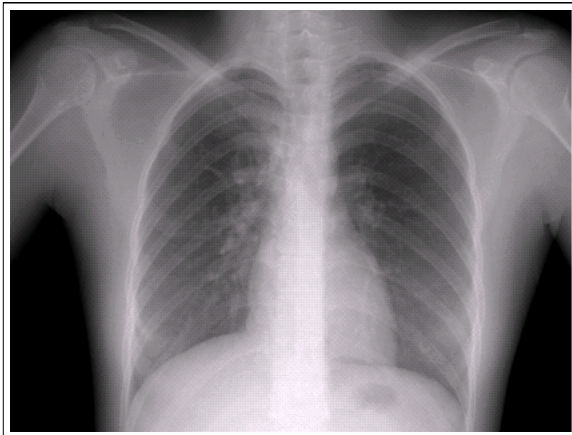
Chest roentgenogram showed minimal parenchymal infiltration on right parahilar area at admission.
